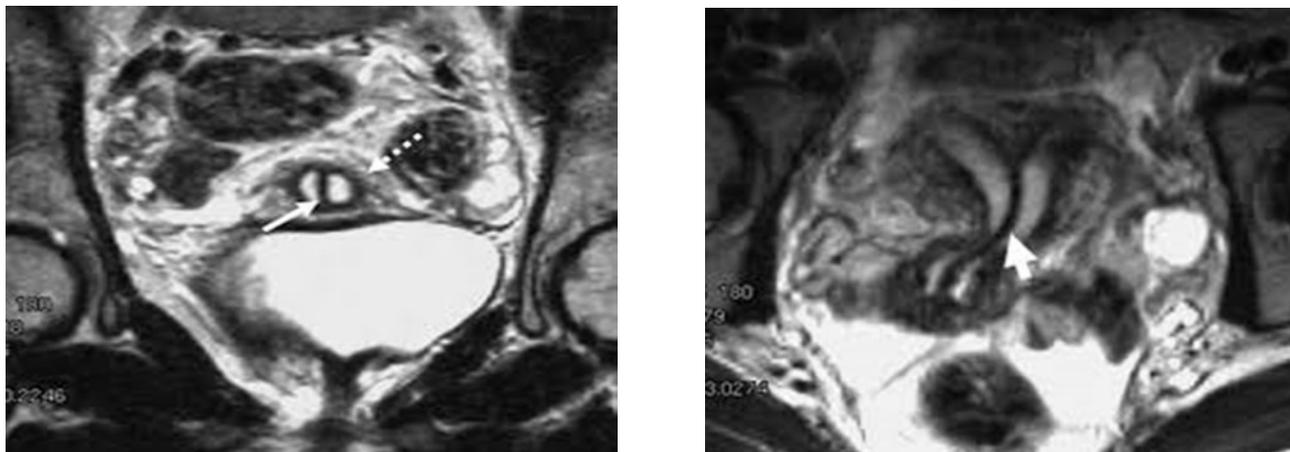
Неполное удвоение тела матки. а – аксиальная МР томограмма T2ВИ: определяются две полости матки, шейка матки утолщена и имеет единый наружный контур (стрелка) б – косая аксиальная плоскость сканирования на уровне шейки матки: наружный контур шейки матки единый (пунктирная стрелка), имеются два цервикальных канала (перегородка указана стрелкой).
